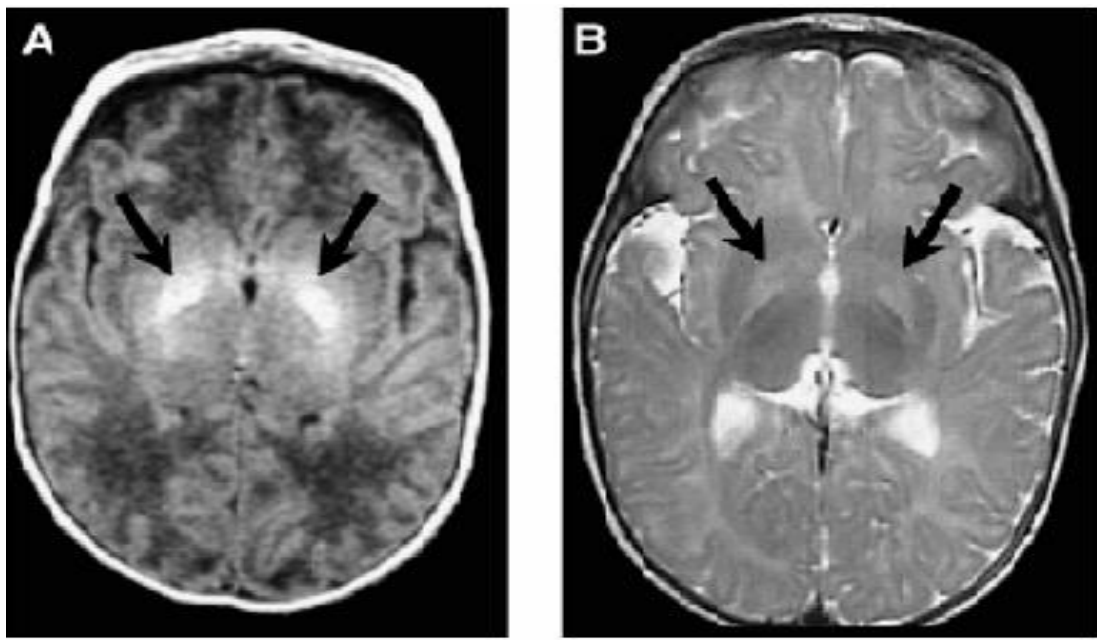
IRM cérébrale montrant de lésions hyper-intenses bilatérales dans le globus pallidus dans les projections axiales [21]
